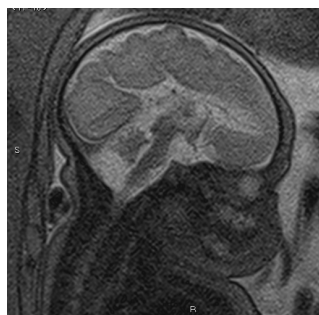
Resonancia Magnética fetal realizada a las 32SDG donde se observa ACC.
